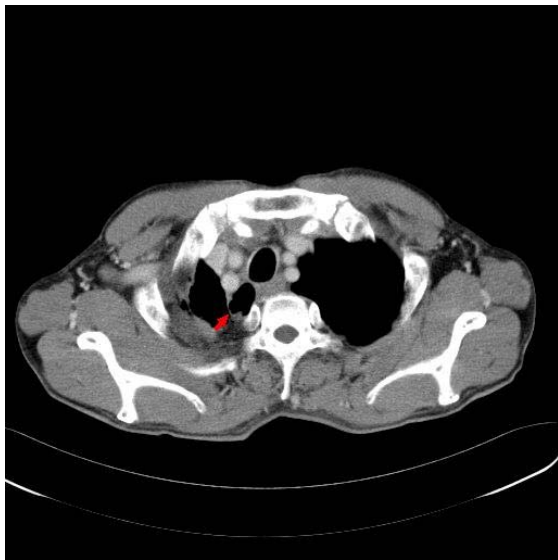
Chest CT scan shows a right side tracheal diverticulum. Right upper pleural thickening with right side mediastinal shifting is noted.
